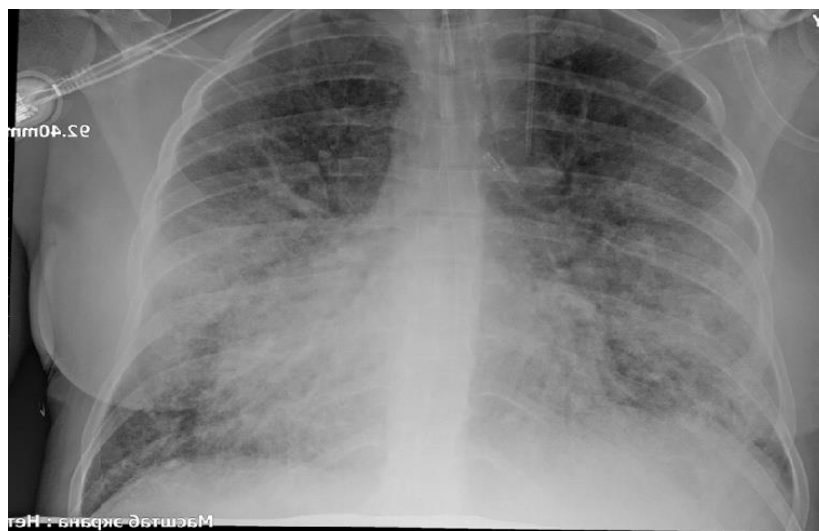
Рентгенологічні зміни легень при тотальній пневмонії у пацієнтки з COVID-19
